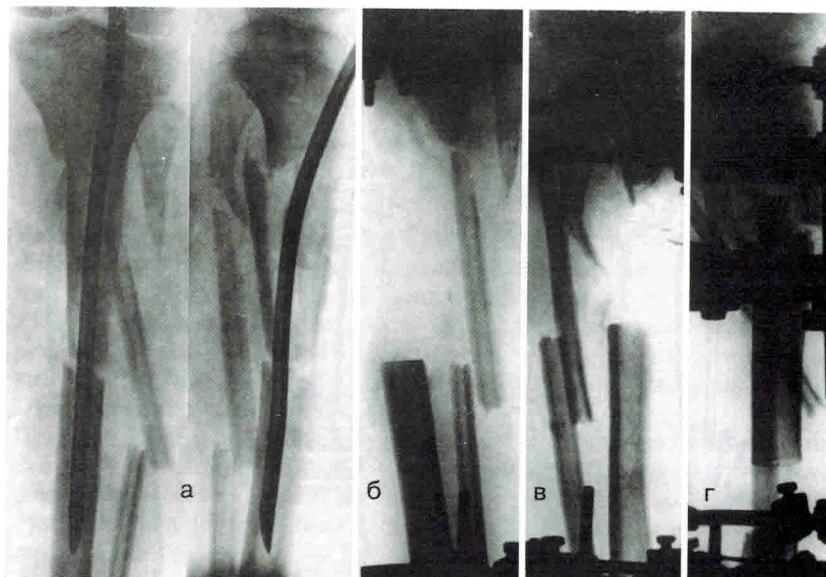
Рентгенограммы левой голени больного И.
